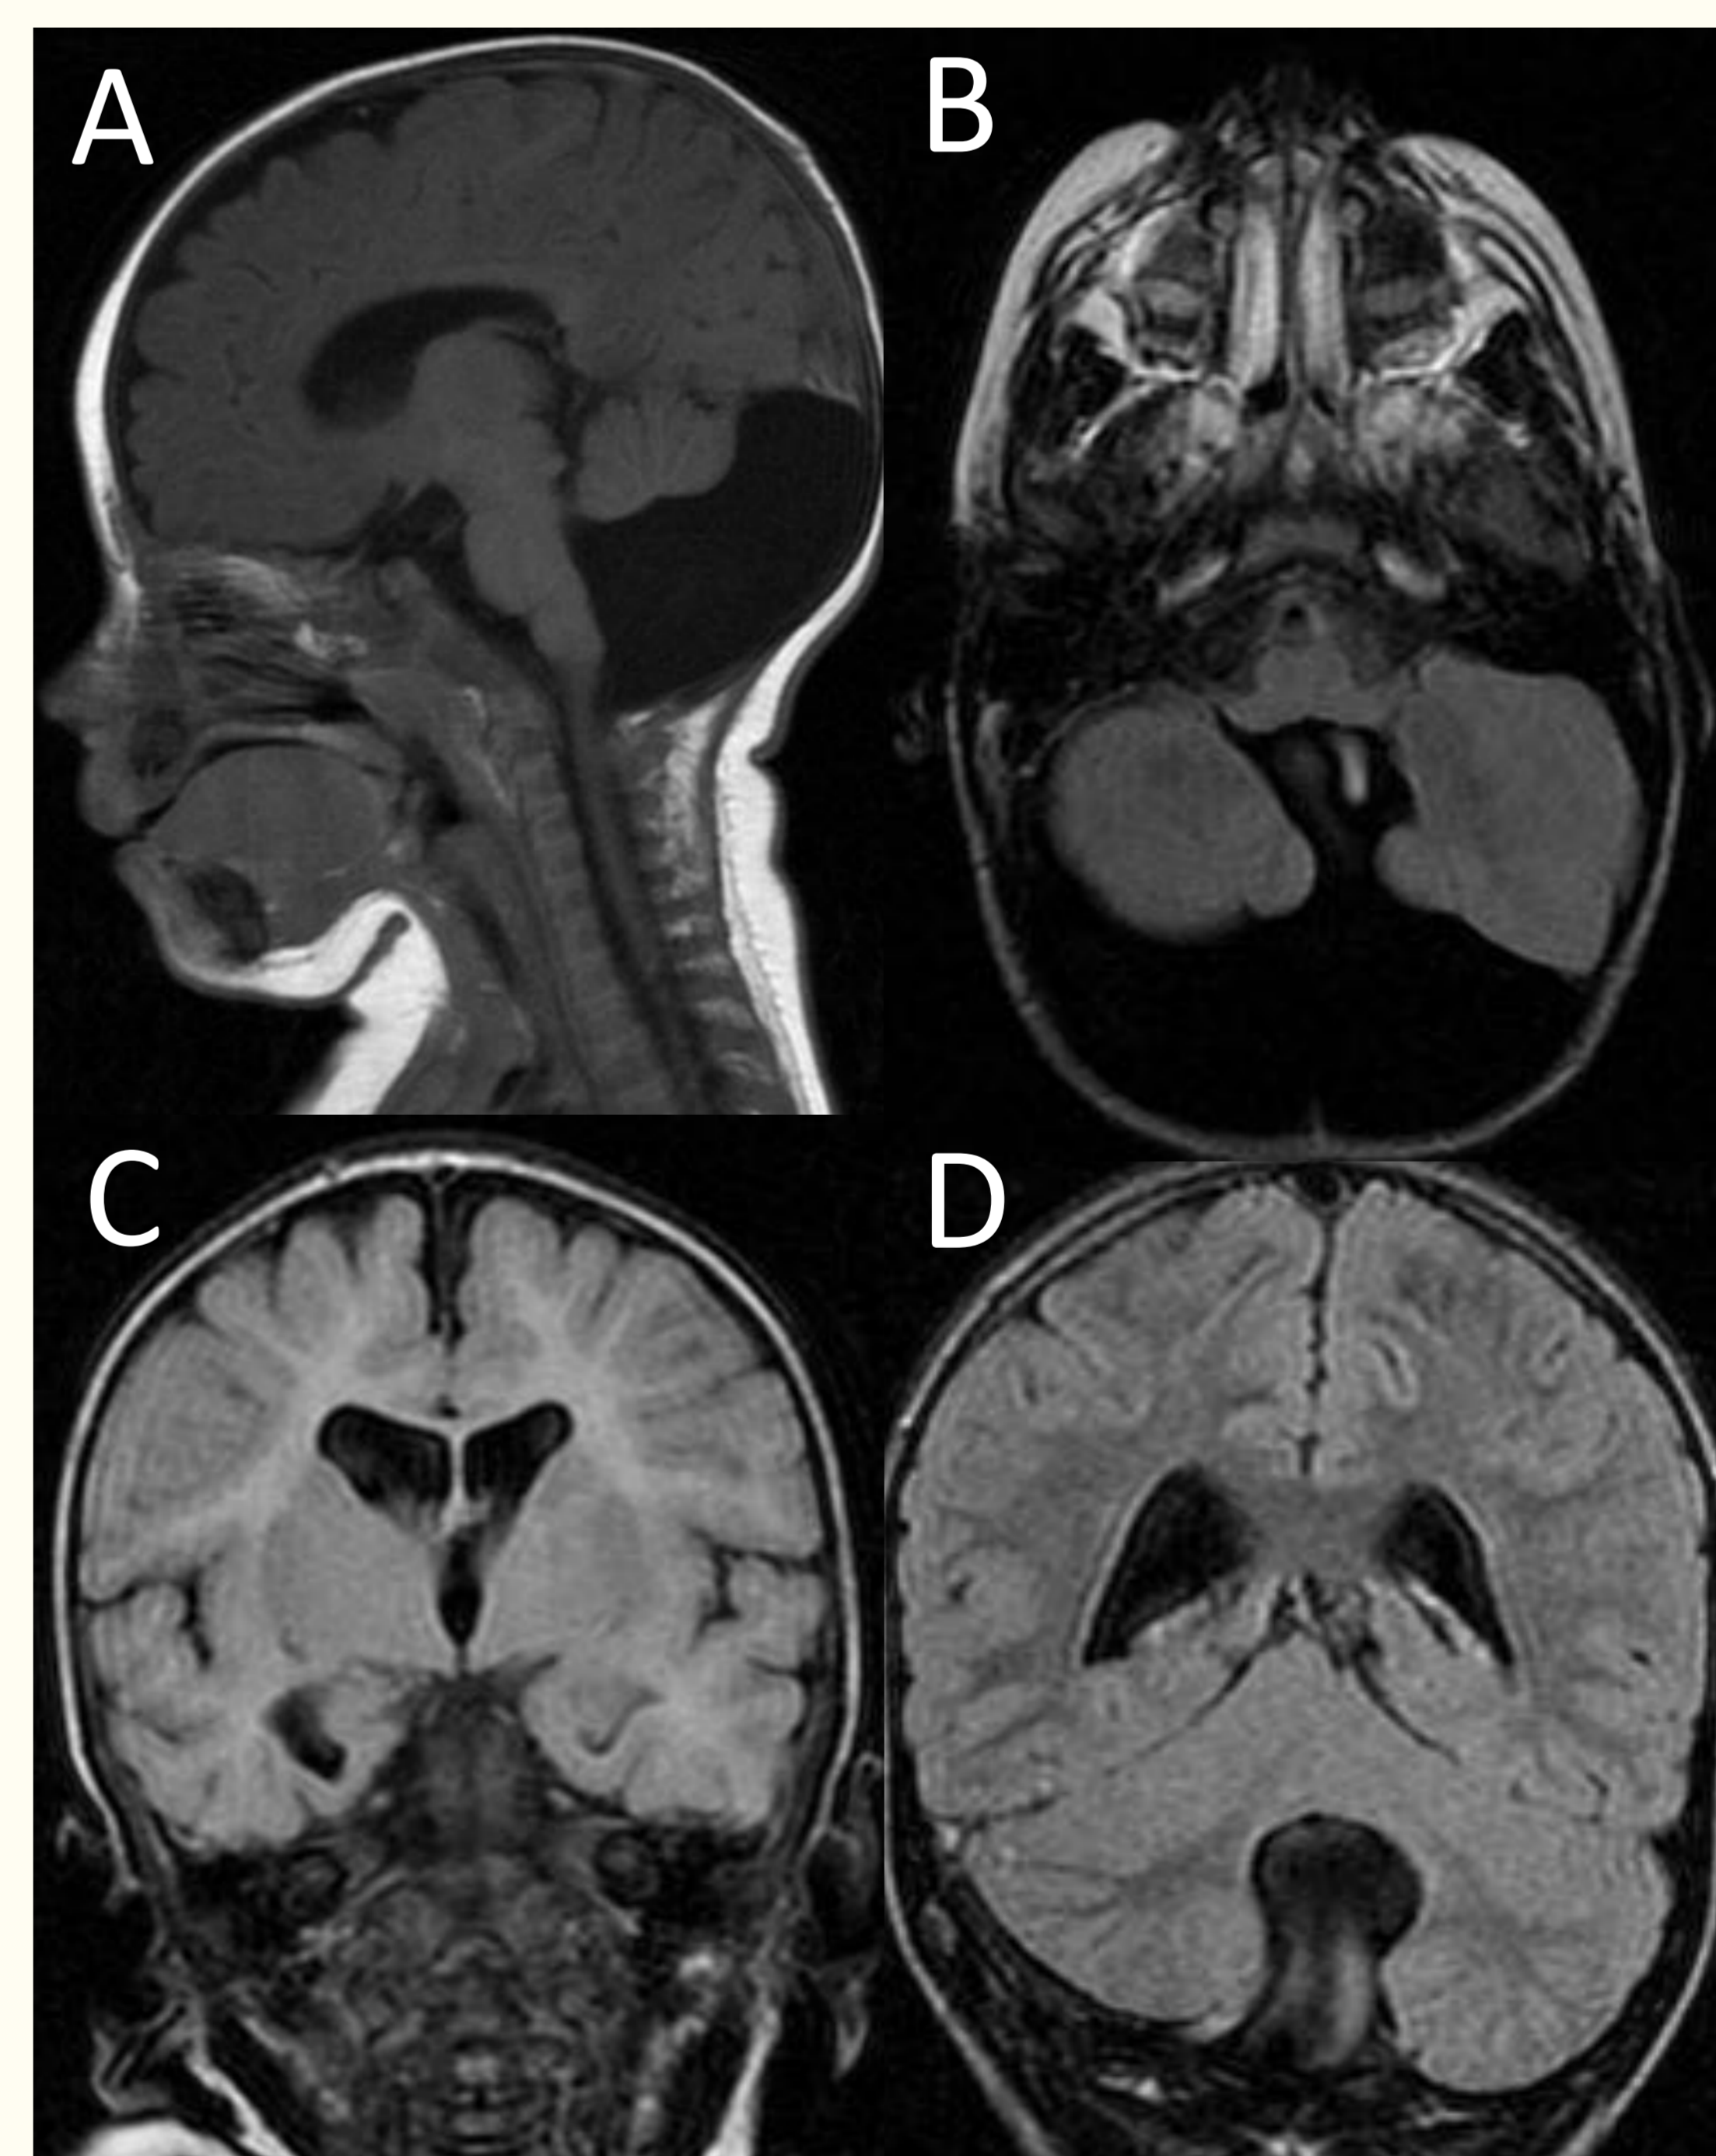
prematuro de 36 semanas con malformación de Dandy Walker. A: corte sagital T1. B: corte axial T2-FLAIR. C: corte coronal T1. D: corte coronal T2-FLAIR.
